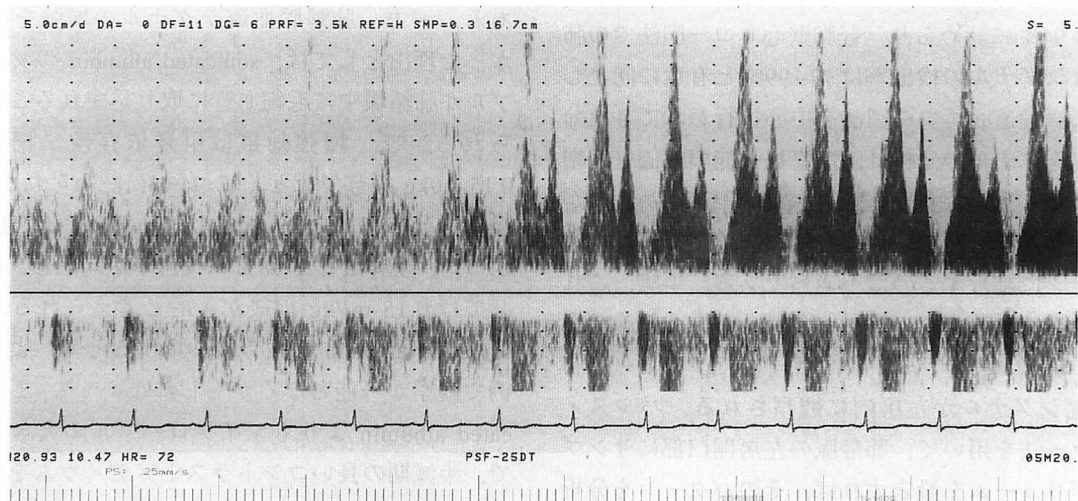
Pulsed wave Doppler transthoracic recordings of the right upper pulmonary vein
